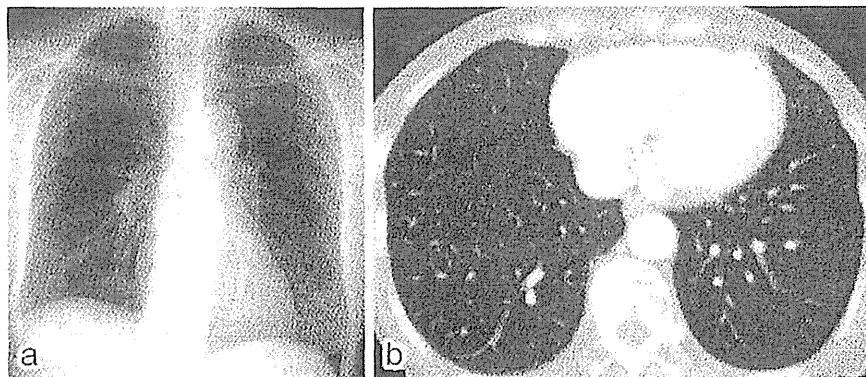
エベロリムス投与開始前の胸部X線写真および胸部CT検査：ともに異常を認めない。a) 胸部X線写真。b) 胸部CT検査。
